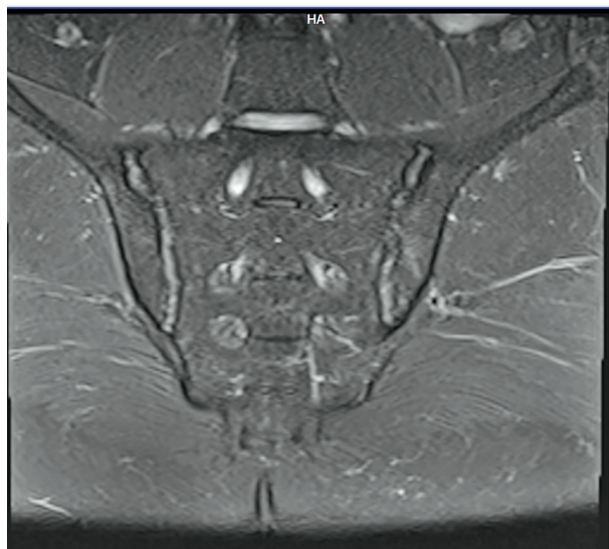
Регресс отека костного мозга в динамике наблюдения через 6 месяцев. МРТ крестцово-подвздошных суставов в динамике. STIR режим с подавлением жира
